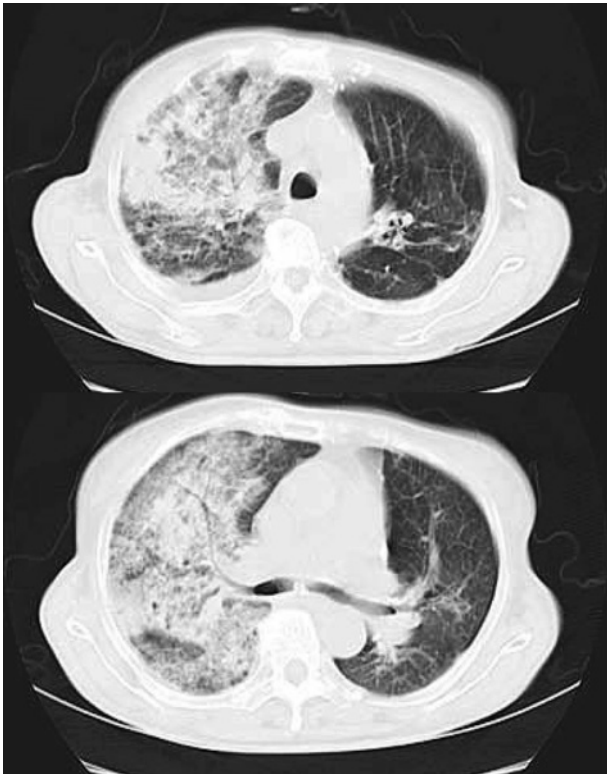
Chest CT on the prior admission reveals diffuse infiltrate and ground glass opacity in the right lung.
